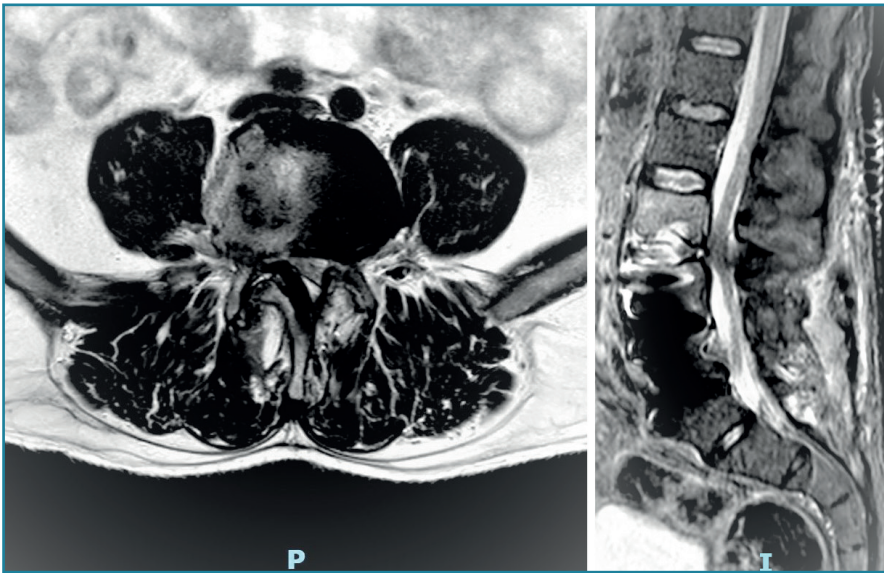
Resonancia magnética: espondilodiscitis L3.
